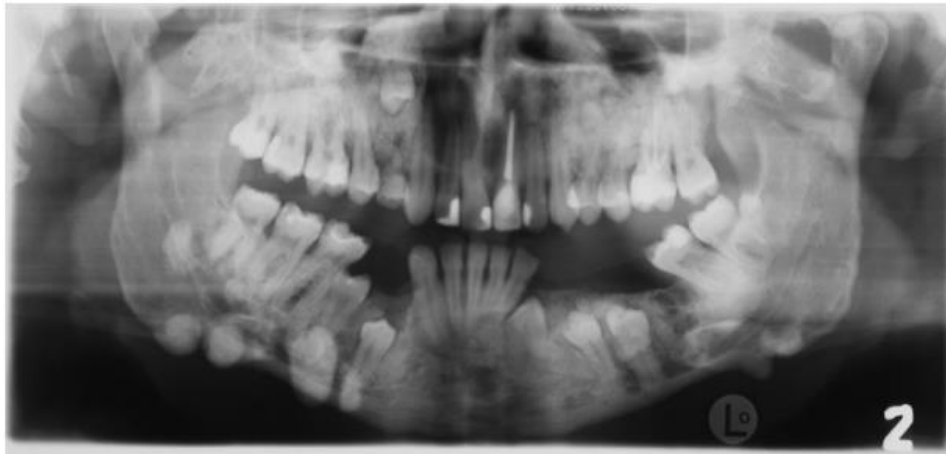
Ortopantomografía de paciente con síndrome de Gardner que presenta múltiples osteomas, odontomas y dientes sin erupcionar ⁽¹⁸⁾.
